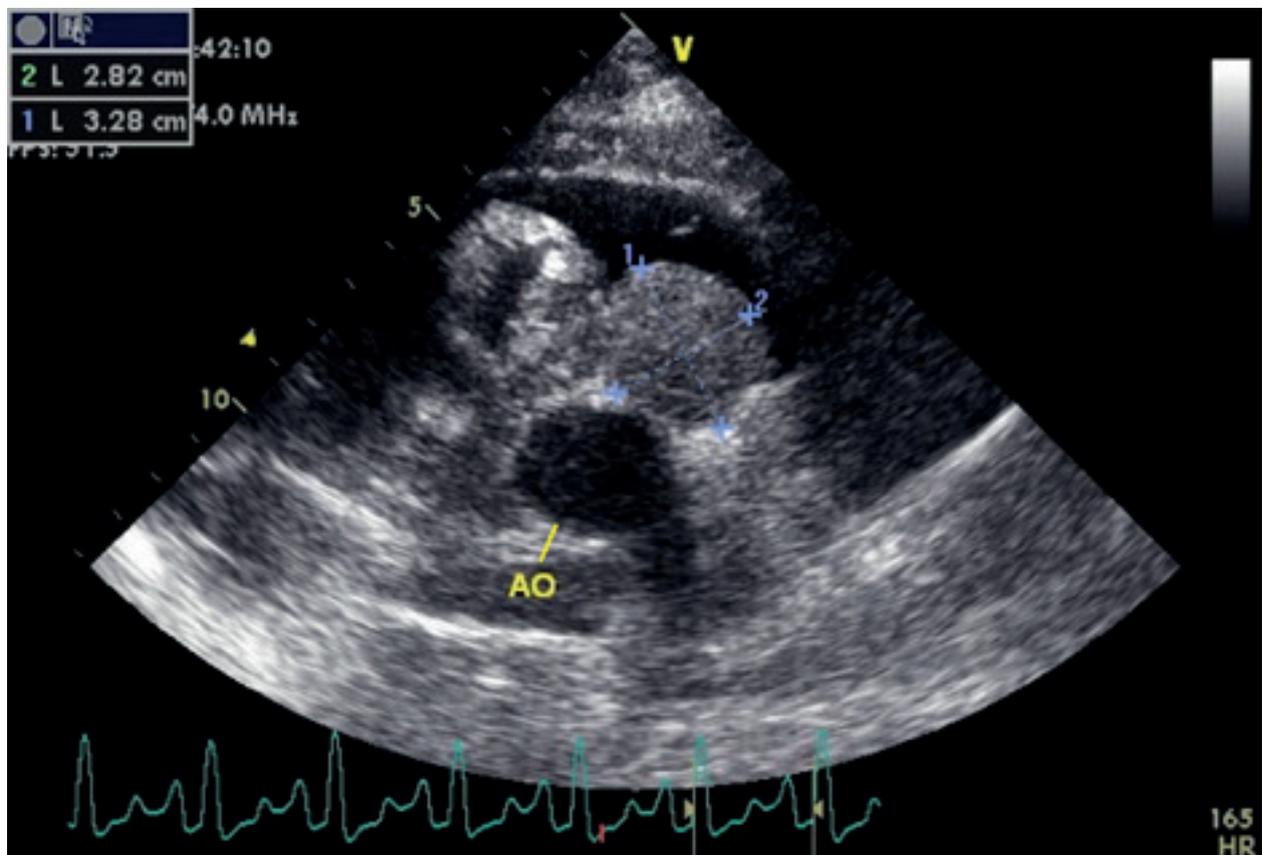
Ecocardiografía de masa cardíaca. Corte transversal paraesternal derecho a la altura de la aorta (Ao). Se observa una masa cardíaca redondeada de unos 2.8 x 3.2 cm de diámetro, a nivel aórtico. El estudio histopatológico posterior la clasifico como un carcinoma ectópico tiroideo.
